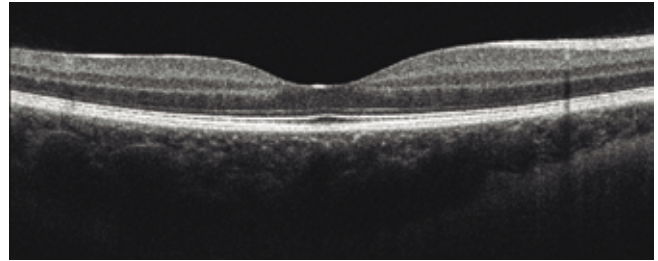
Imagen de Mácula en su corte horizontal, mediante Tomografía de Coherencia Óptica (OCT).
